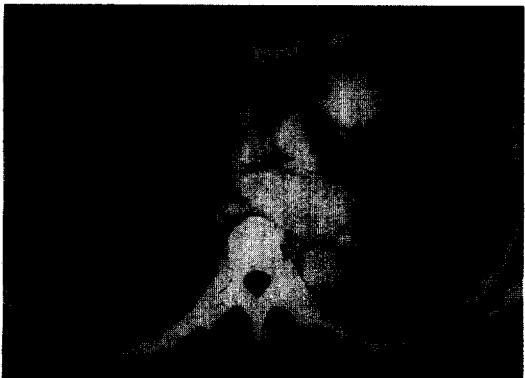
B. Chest CT shows a low density ovoid lesion with inner some vascular shadow, air-bronchogram and thin peripheral rim enhancement.
